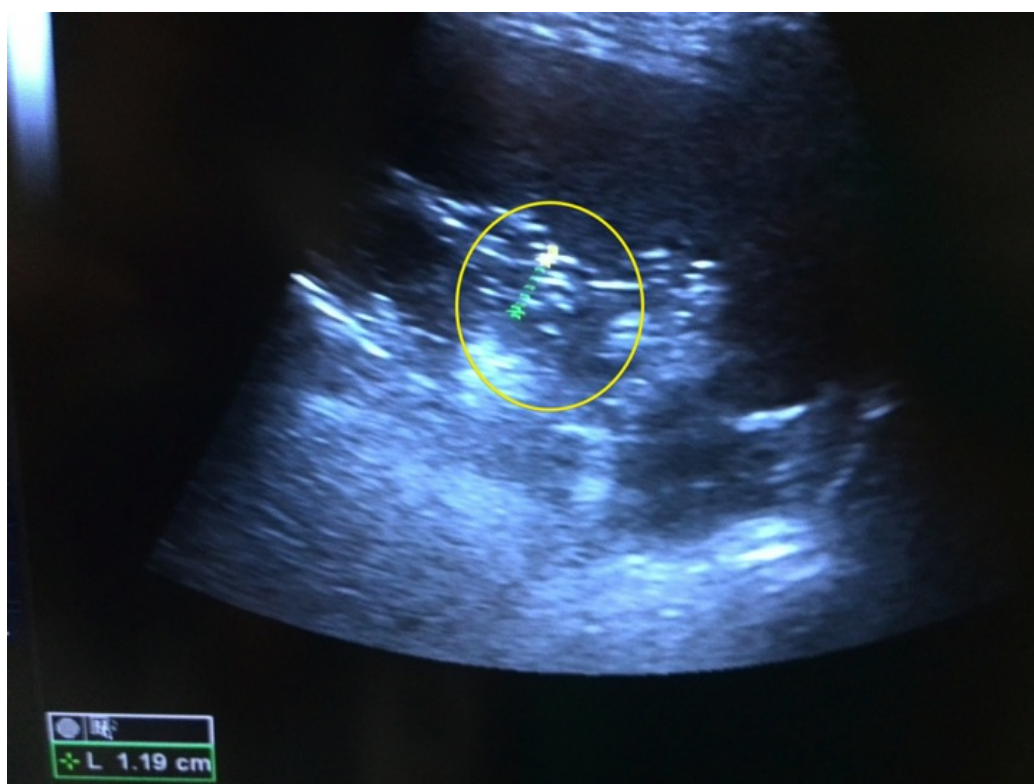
Determinación de atelectasias con ecografía. Individuo 4.
